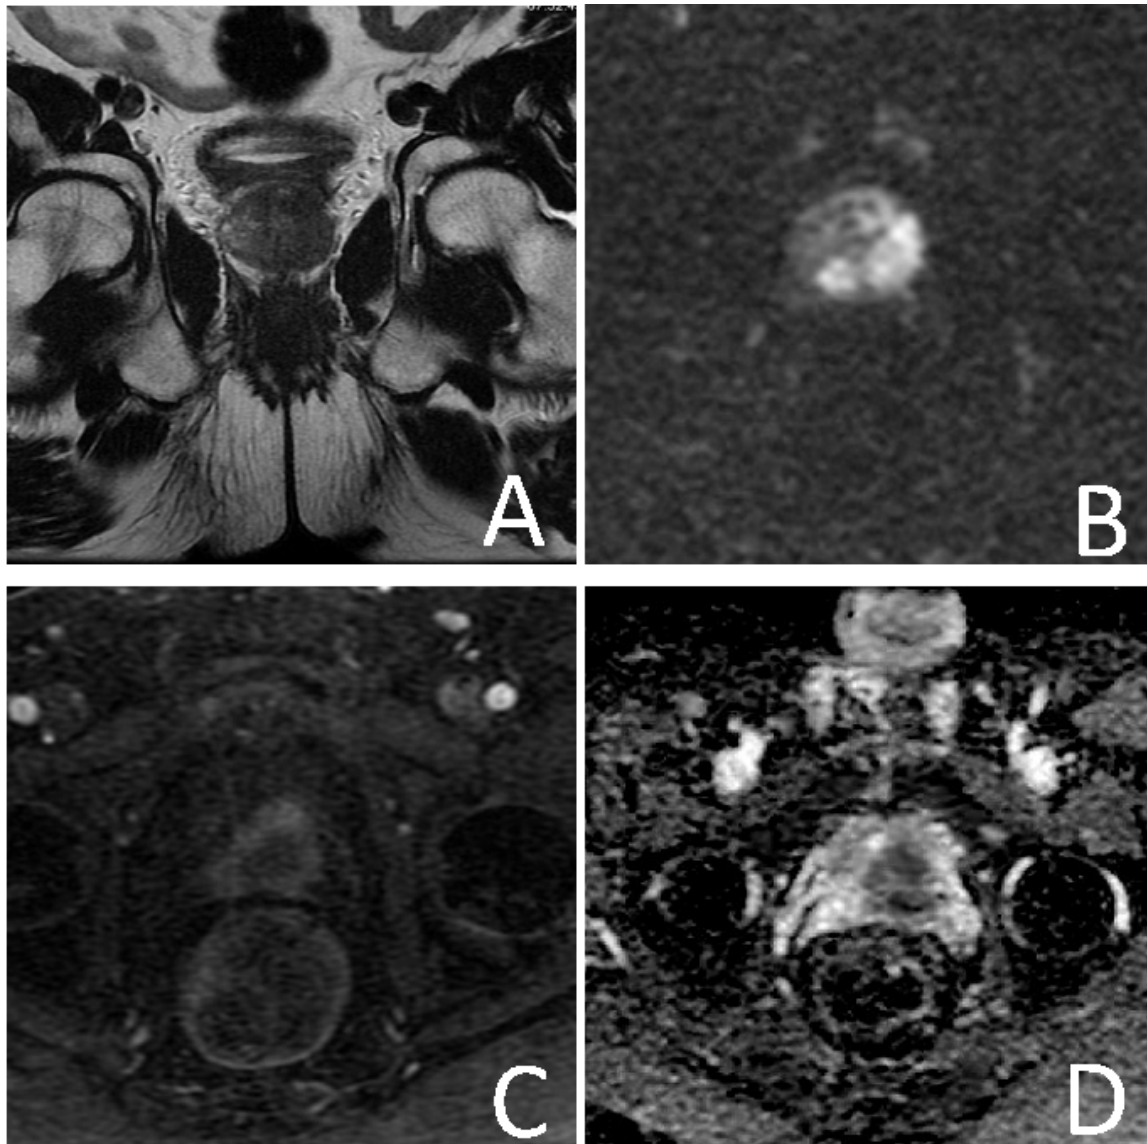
IRM prostatique en coupe coronale (A) et axiale (B,C,D) montrant un nodule de la zone périphérique gauche avec envahissement capsulaire et de la vésicule séminale gauche
